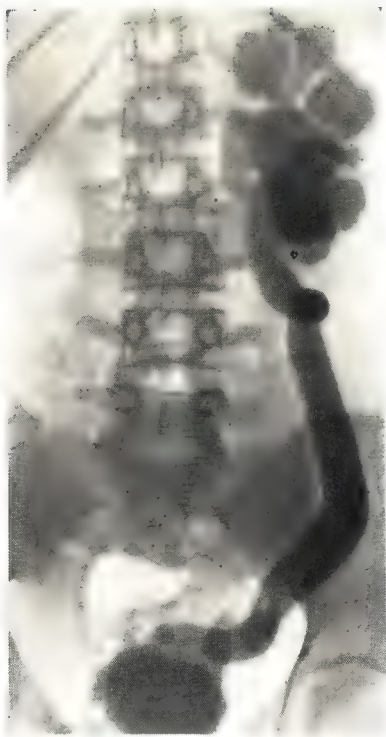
Цистограмма. Емкость мочевого пузыря значительно уменьшена. Рентгеноконтрастная жидкость заполнила верхние мочевые пути слева, где имеются признаки туберкулезного процесса.
